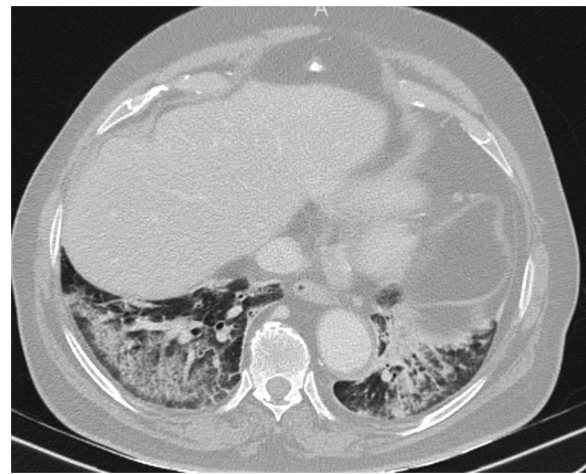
Tomografía computarizada, realizada durante la pandemia a un anciano con fiebre y nivel de conciencia fluctuante, que muestra consolidaciones posterobasales bilaterales con respeto subpleural. Se sospechó aspiración. El cuadro clínico y radiológico se resolvió con antibióticos y se descartó COVID-19 durante el ingreso.
